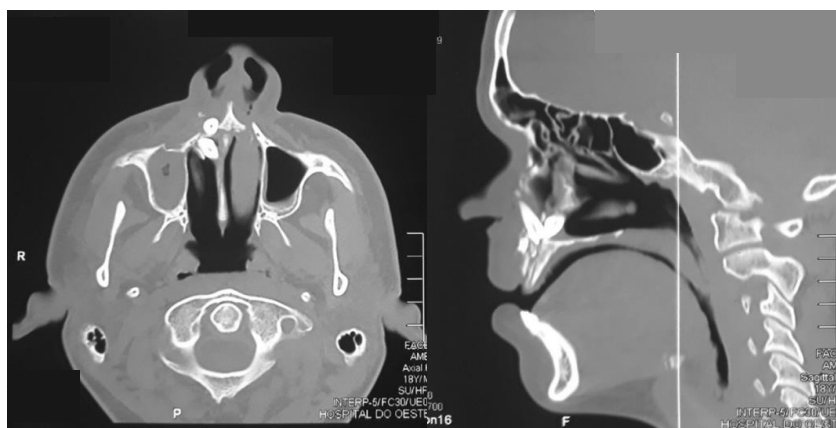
Tomografia computadorizada evidenciando unidades dentárias em cavidade nasal.
